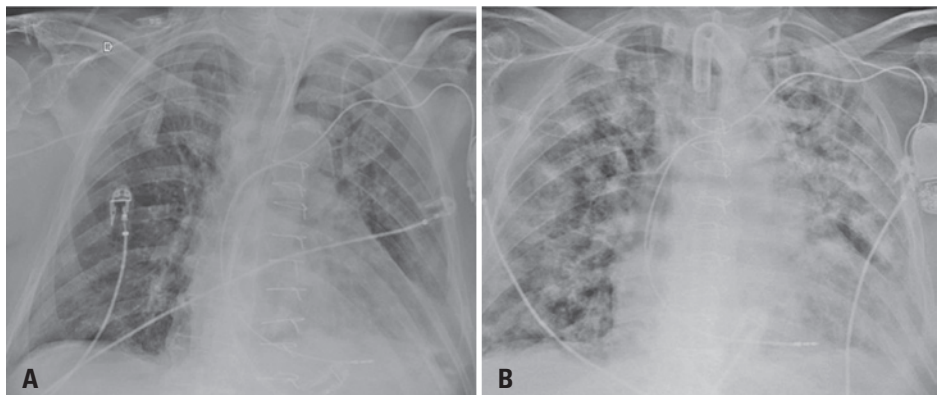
Radiografia do tórax obtida no leito demonstrando evolução de infecção hospitalar com múltiplas áreas de consolidação em ambos os pulmões
